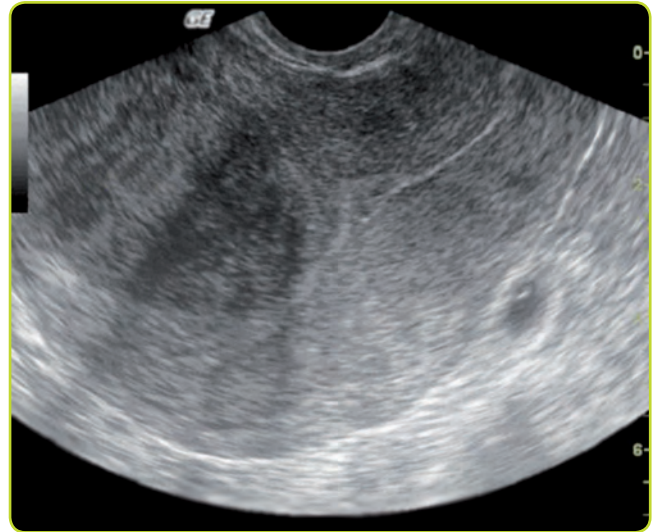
Corte longitudinal del útero por ecografía transvaginal.
